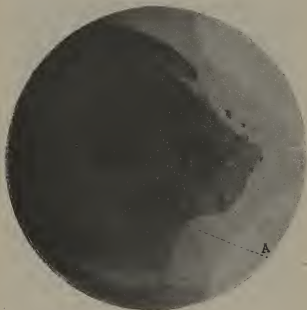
Même cas. Radiographie de la fracture consolidée.
